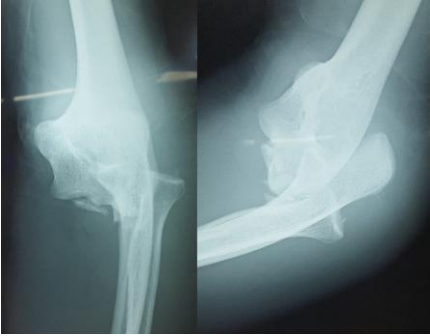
radiographie standard montrant une triade terrible du coude avec une fracture type III de la tête radiale et une fracture type II de l'apophyse coronoïde.
